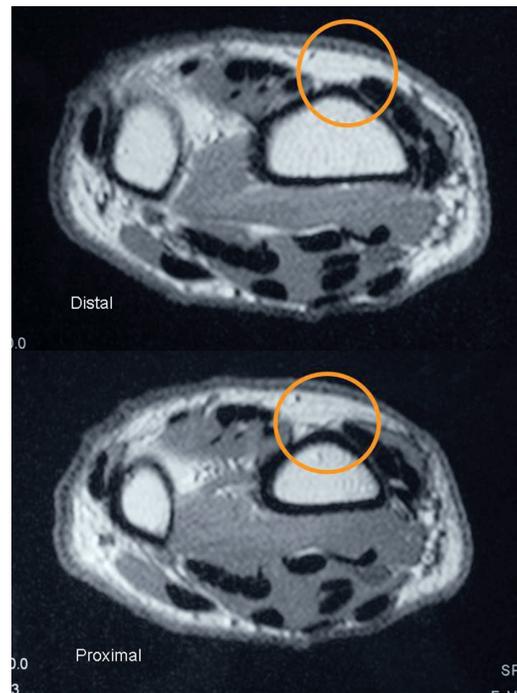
Resonancia Magnética, que demuestra el lado dorsal del radio en continuación proximal al tubérculo de Lister, se mantiene despejado, permitiéndonos trabajar en esa zona de aproximadamente 2-3 cm. de longitud.
